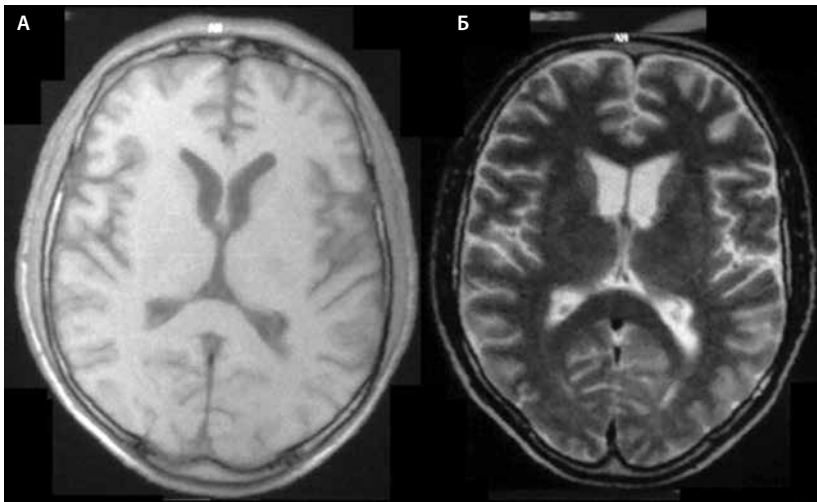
МРТ больного С. от 15.08.13. А – T1-ВИ, аксиальный срез. Отмечается нарушение дифференциации серого и белого вещества в левых затылочной и височной долях. Б – T2-ВИ, аксиальный срез. Гиперинтенсивные участки корково-подкорковой локализации в медиальных и конвексимальных отделах левой затылочной доли
